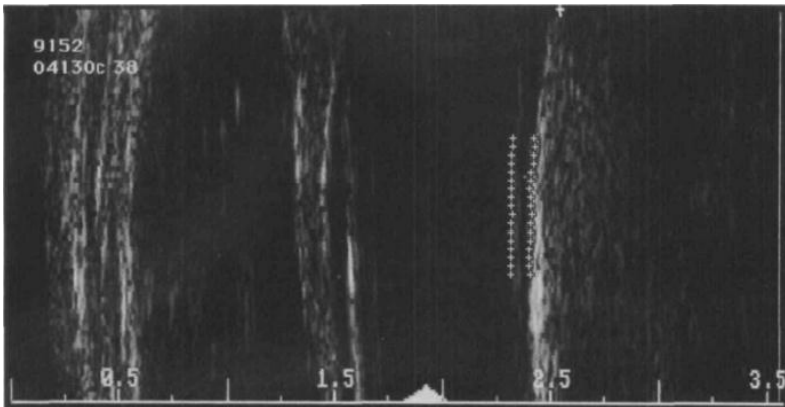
Imagen de ultrasonido de carótida y medición de íntima.
